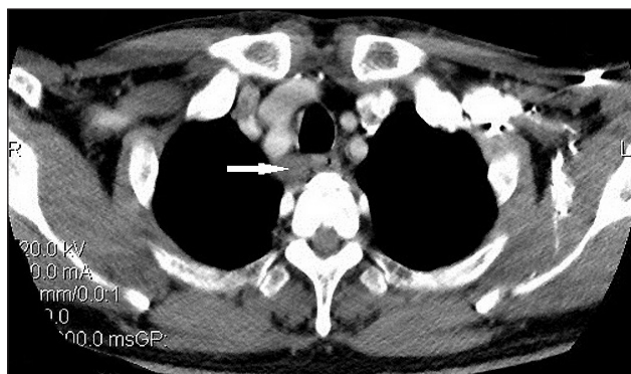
Компьютерная томограмма средостения. Аксиальный срез на уровне грудно-ключичных сочленений. Метастатическое поражение солитарного лимфатического узла заднего средостения справа.
